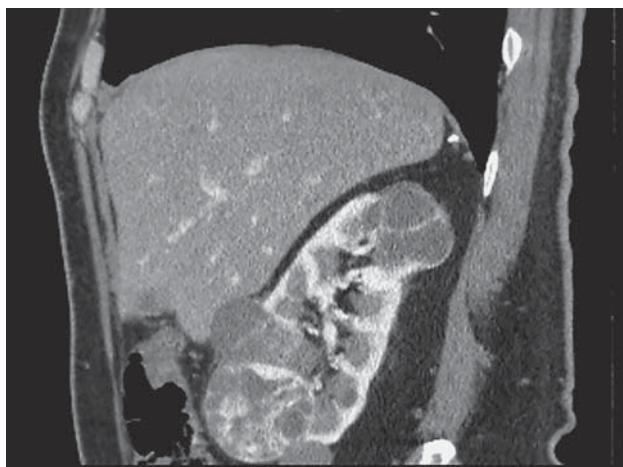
КТ-изображение кистозных опухолей правой почки, венозная фаза.
